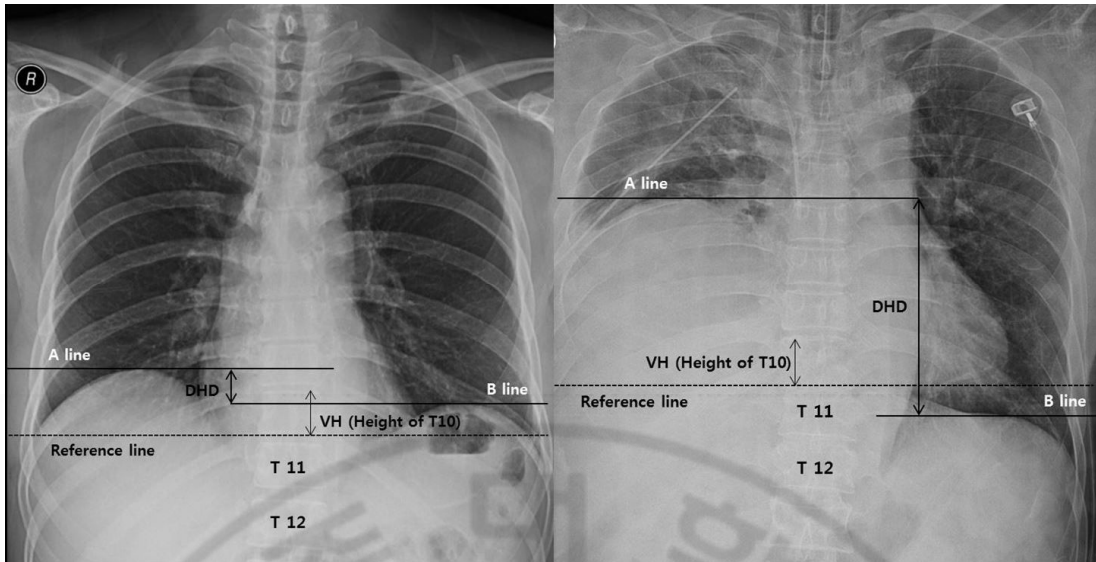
Anteroposterior chest radiographs for calculating diaphragmatic height index
